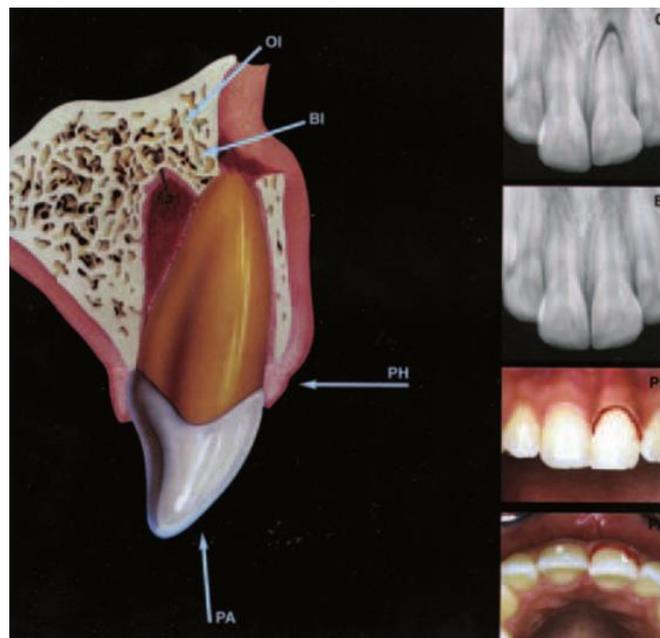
Aspects cliniques et radiographiques d'une luxation latérale. Tiré de l'ouvrage de Andreasen et al. (11)
